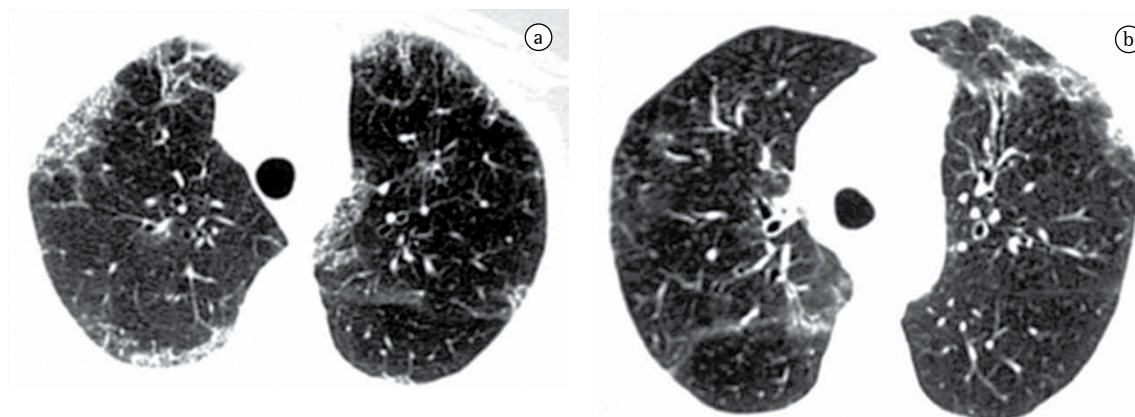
Tomografia computadorizada de alta resolução do tórax realizada em maio de 2004. a) e b) mostrando as mesmas alterações anteriores, exceto por melhora da opacidade alveolar no lobo superior esquerdo.
